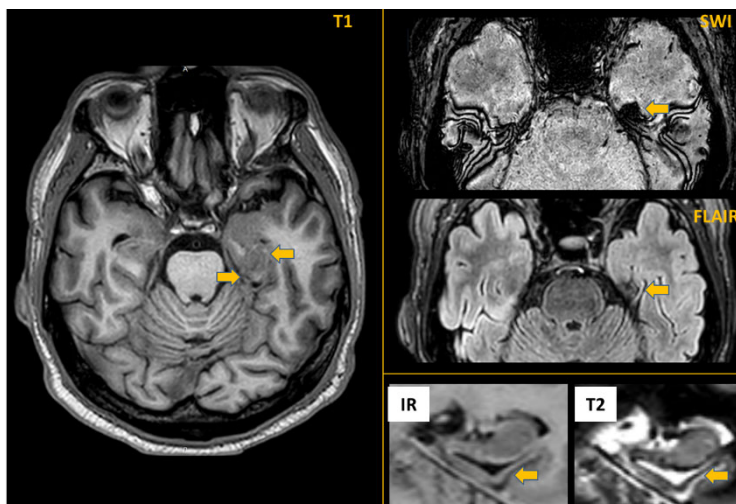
Последствия давней ЧМТ с исходом в глиозноневральный рубец в основании левого гиппокампа у больного 55 лет с височной эпилепсией, данные МРТ (3Т) в режиме «эпипротокол»
